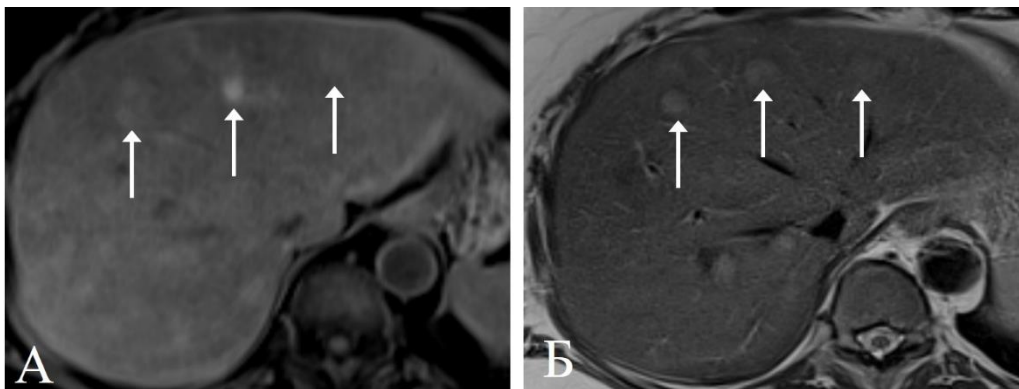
Та же пациентка. МРТ в режиме T1 с жироподавлением (А) и T2 (Б), через 2 суток после выполненного ранее КТ демонстрирует множественные очаги до 1 см, с кровоизлияниями различной интенсивности (стрелки)
